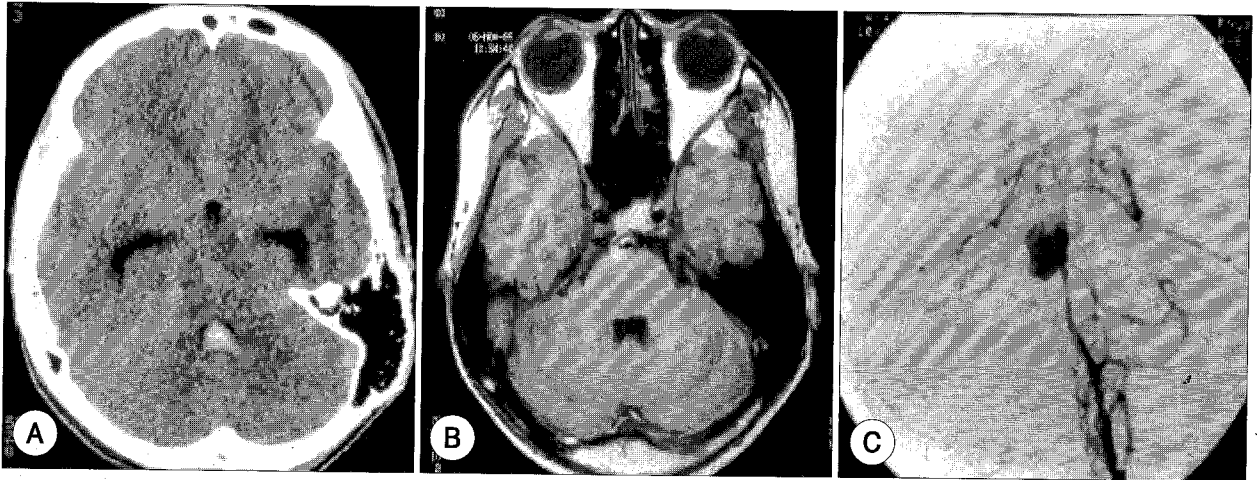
Basilar dissection (case 6 of subarachnoid hemorrhage group). A : Precontrast CT demonstrated subarachnoid hemorrhage and intraventricular hemorrhage. B : MRI (T1-weighted image) demonstrated intramural hematoma on the mid-basilar artery. C : Angiography showed aneurysmal dilatation on the mid-basilar artery.
